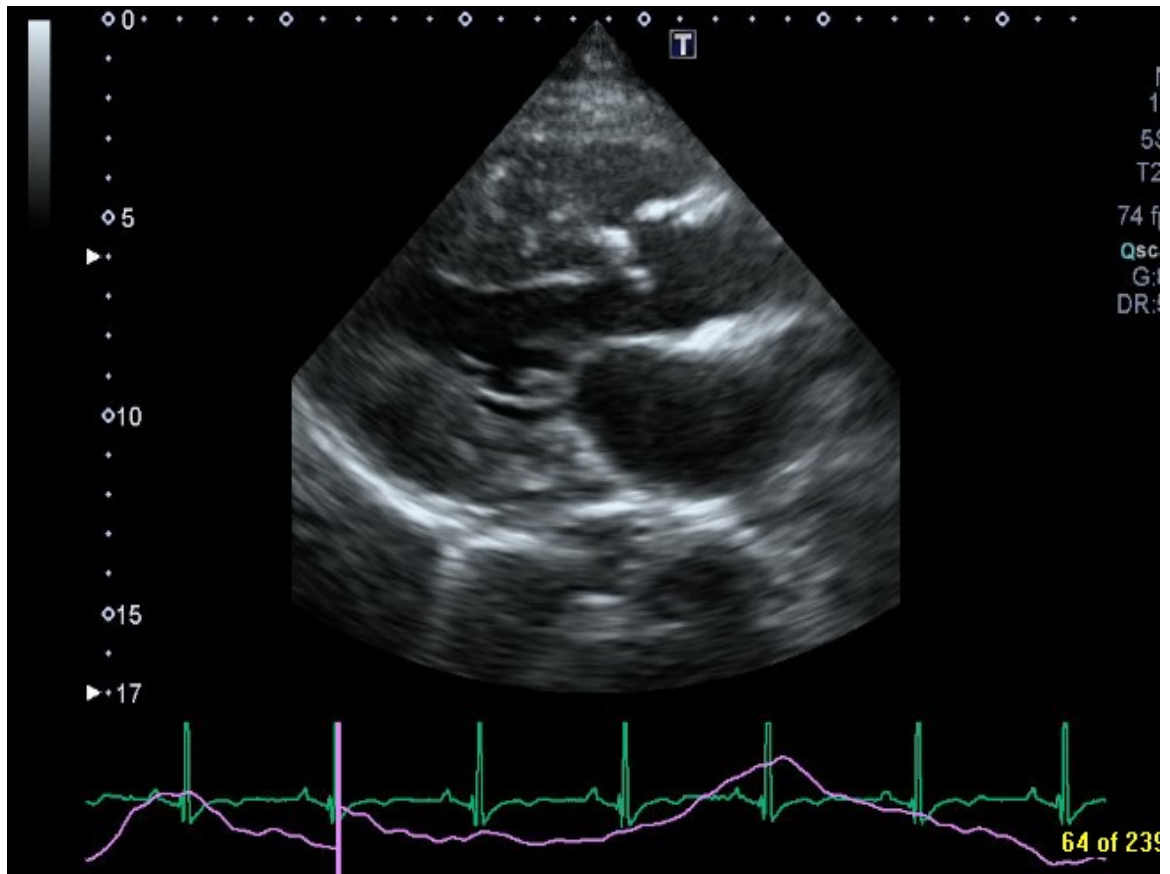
胸骨旁的長軸及短軸二維心臟超音波顯示左心室向心性肥厚(concentric LVH)。
